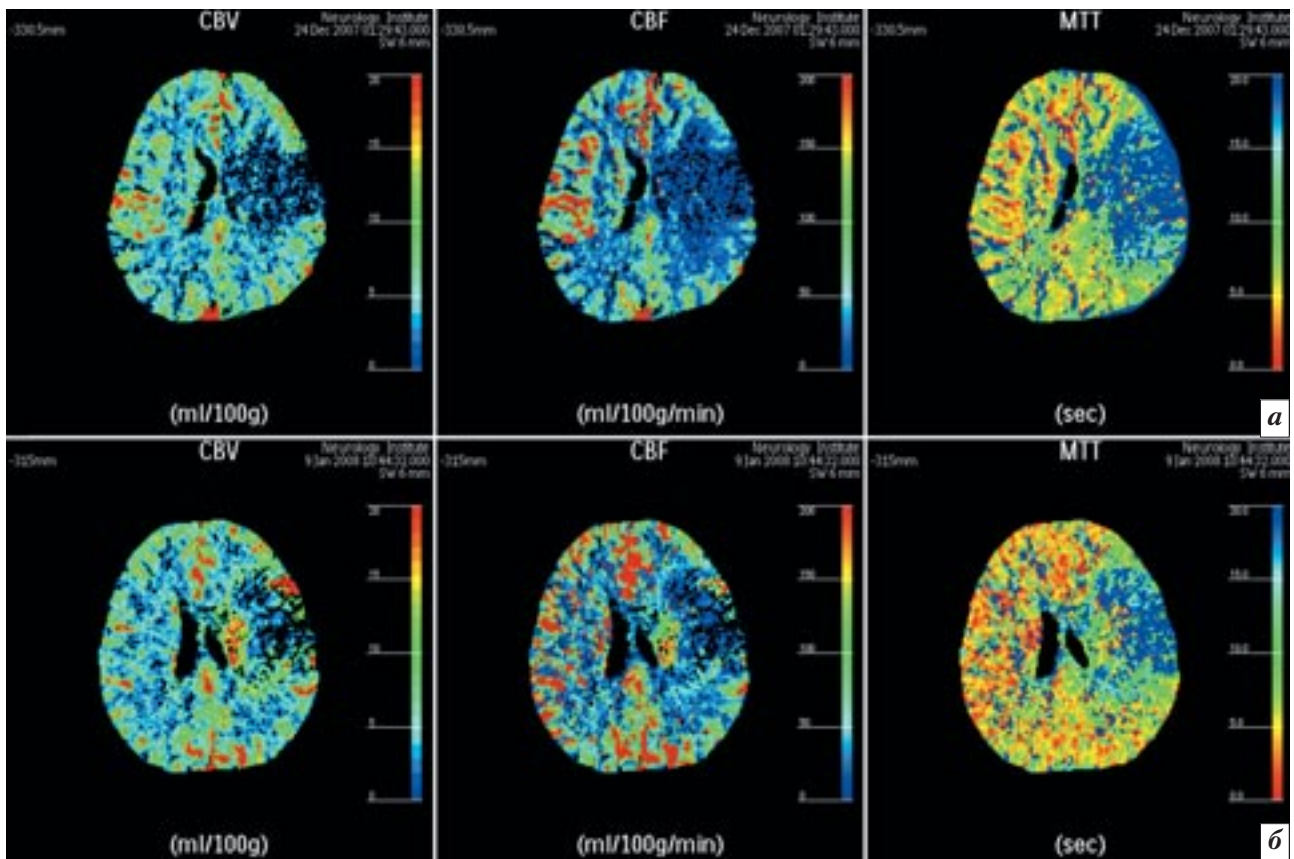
КТ-перфузия у пациента 48 лет с инфарктом в левом полушарии большого мозга. Карты CBV, CBF и MTT. Серия *a* – через 19 ч после начала заболевания. Серия *б* – через 14 дней после начала заболевания. Отмечается уменьшение размеров зон изменения всех перфузионных параметров, что свидетельствует о реперфузии в ишемическом очаге.
